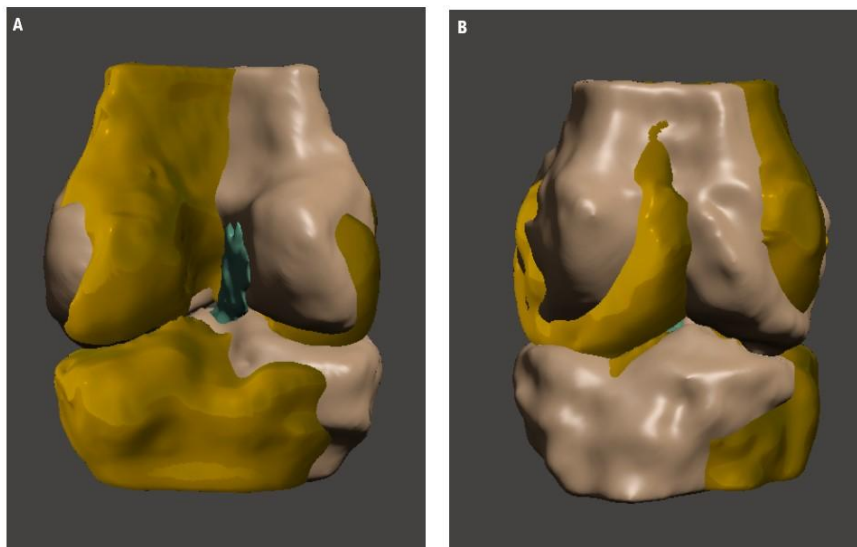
Sobreposição de ambos os modelos obtidos por RM, do joelho lesado e não-lesado. (A) vista posterior. (B) Vista anterior.
